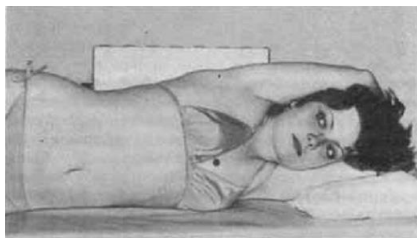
Укладка для рентгенографии легких в прямой задней проекции в положении больного лежа на боку (латерография)
